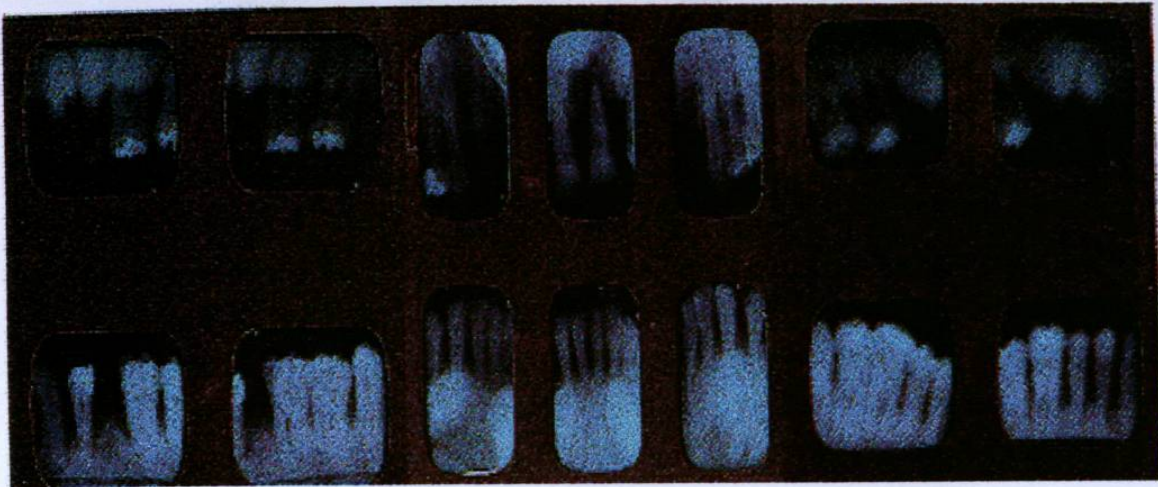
Serie radiografica de paciente con periodontitis del adulto. En esta se muestran perdida ósea de forma angular a nivel de caninos y horizontal en todo el resto de la boca.
